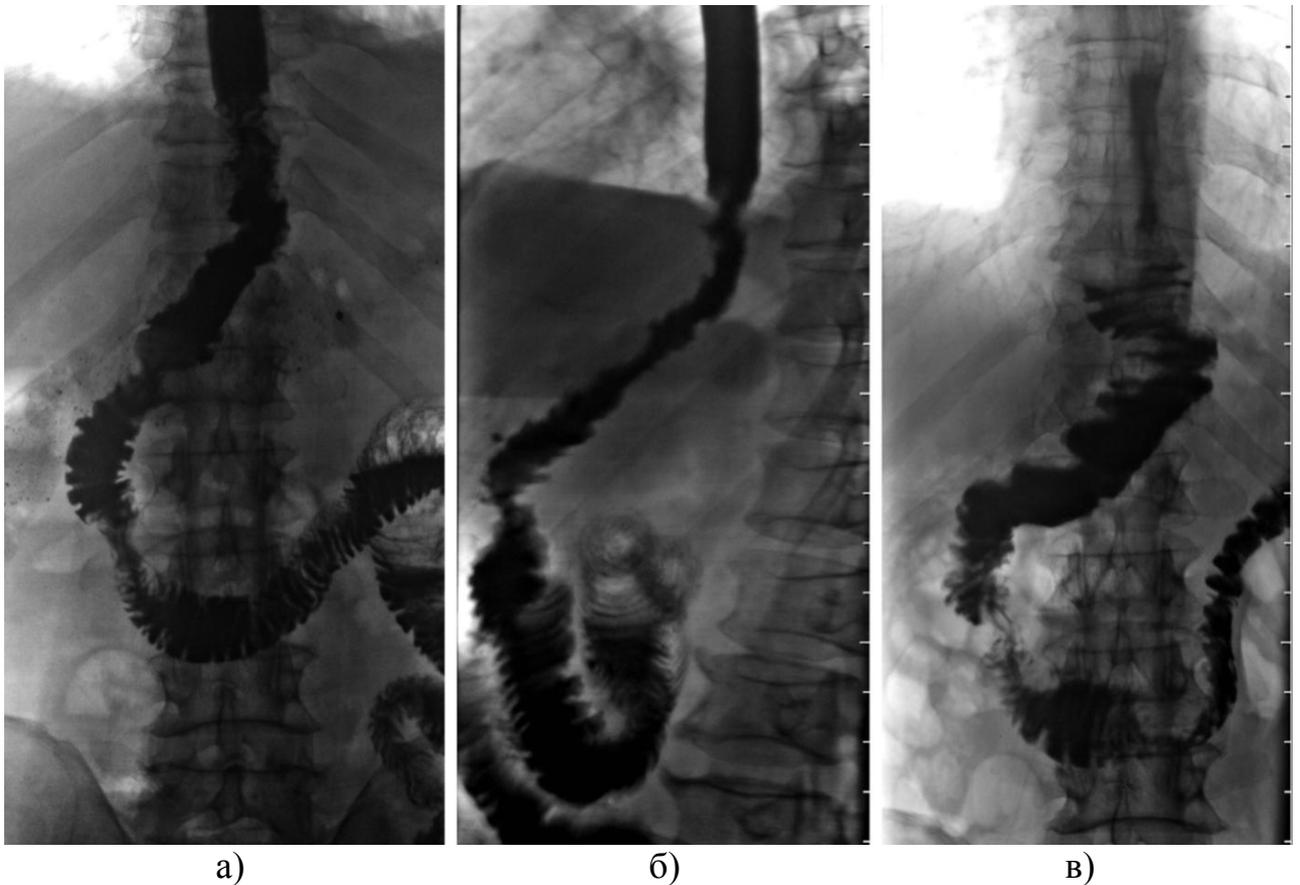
Контрольные рентгенограммы толстокишечной вставки: *а, б) передняя и боковая проекции, 10 сут. после операции, высокий тонус интерпонированной кишки; в) 7 мес. после операции, толстокишечная вставка стала шире в диаметре, тонус ее стенки снижен.*
